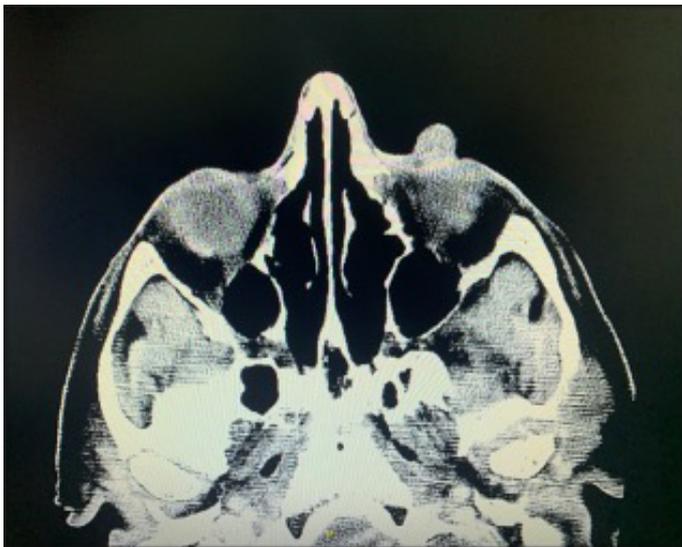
Tomografía de órbitas. Corte axial: se observa lesión de densidad parecida a partes blandas ocupando parte del párpado inferior izquierdo, sin alteraciones en su interior.
